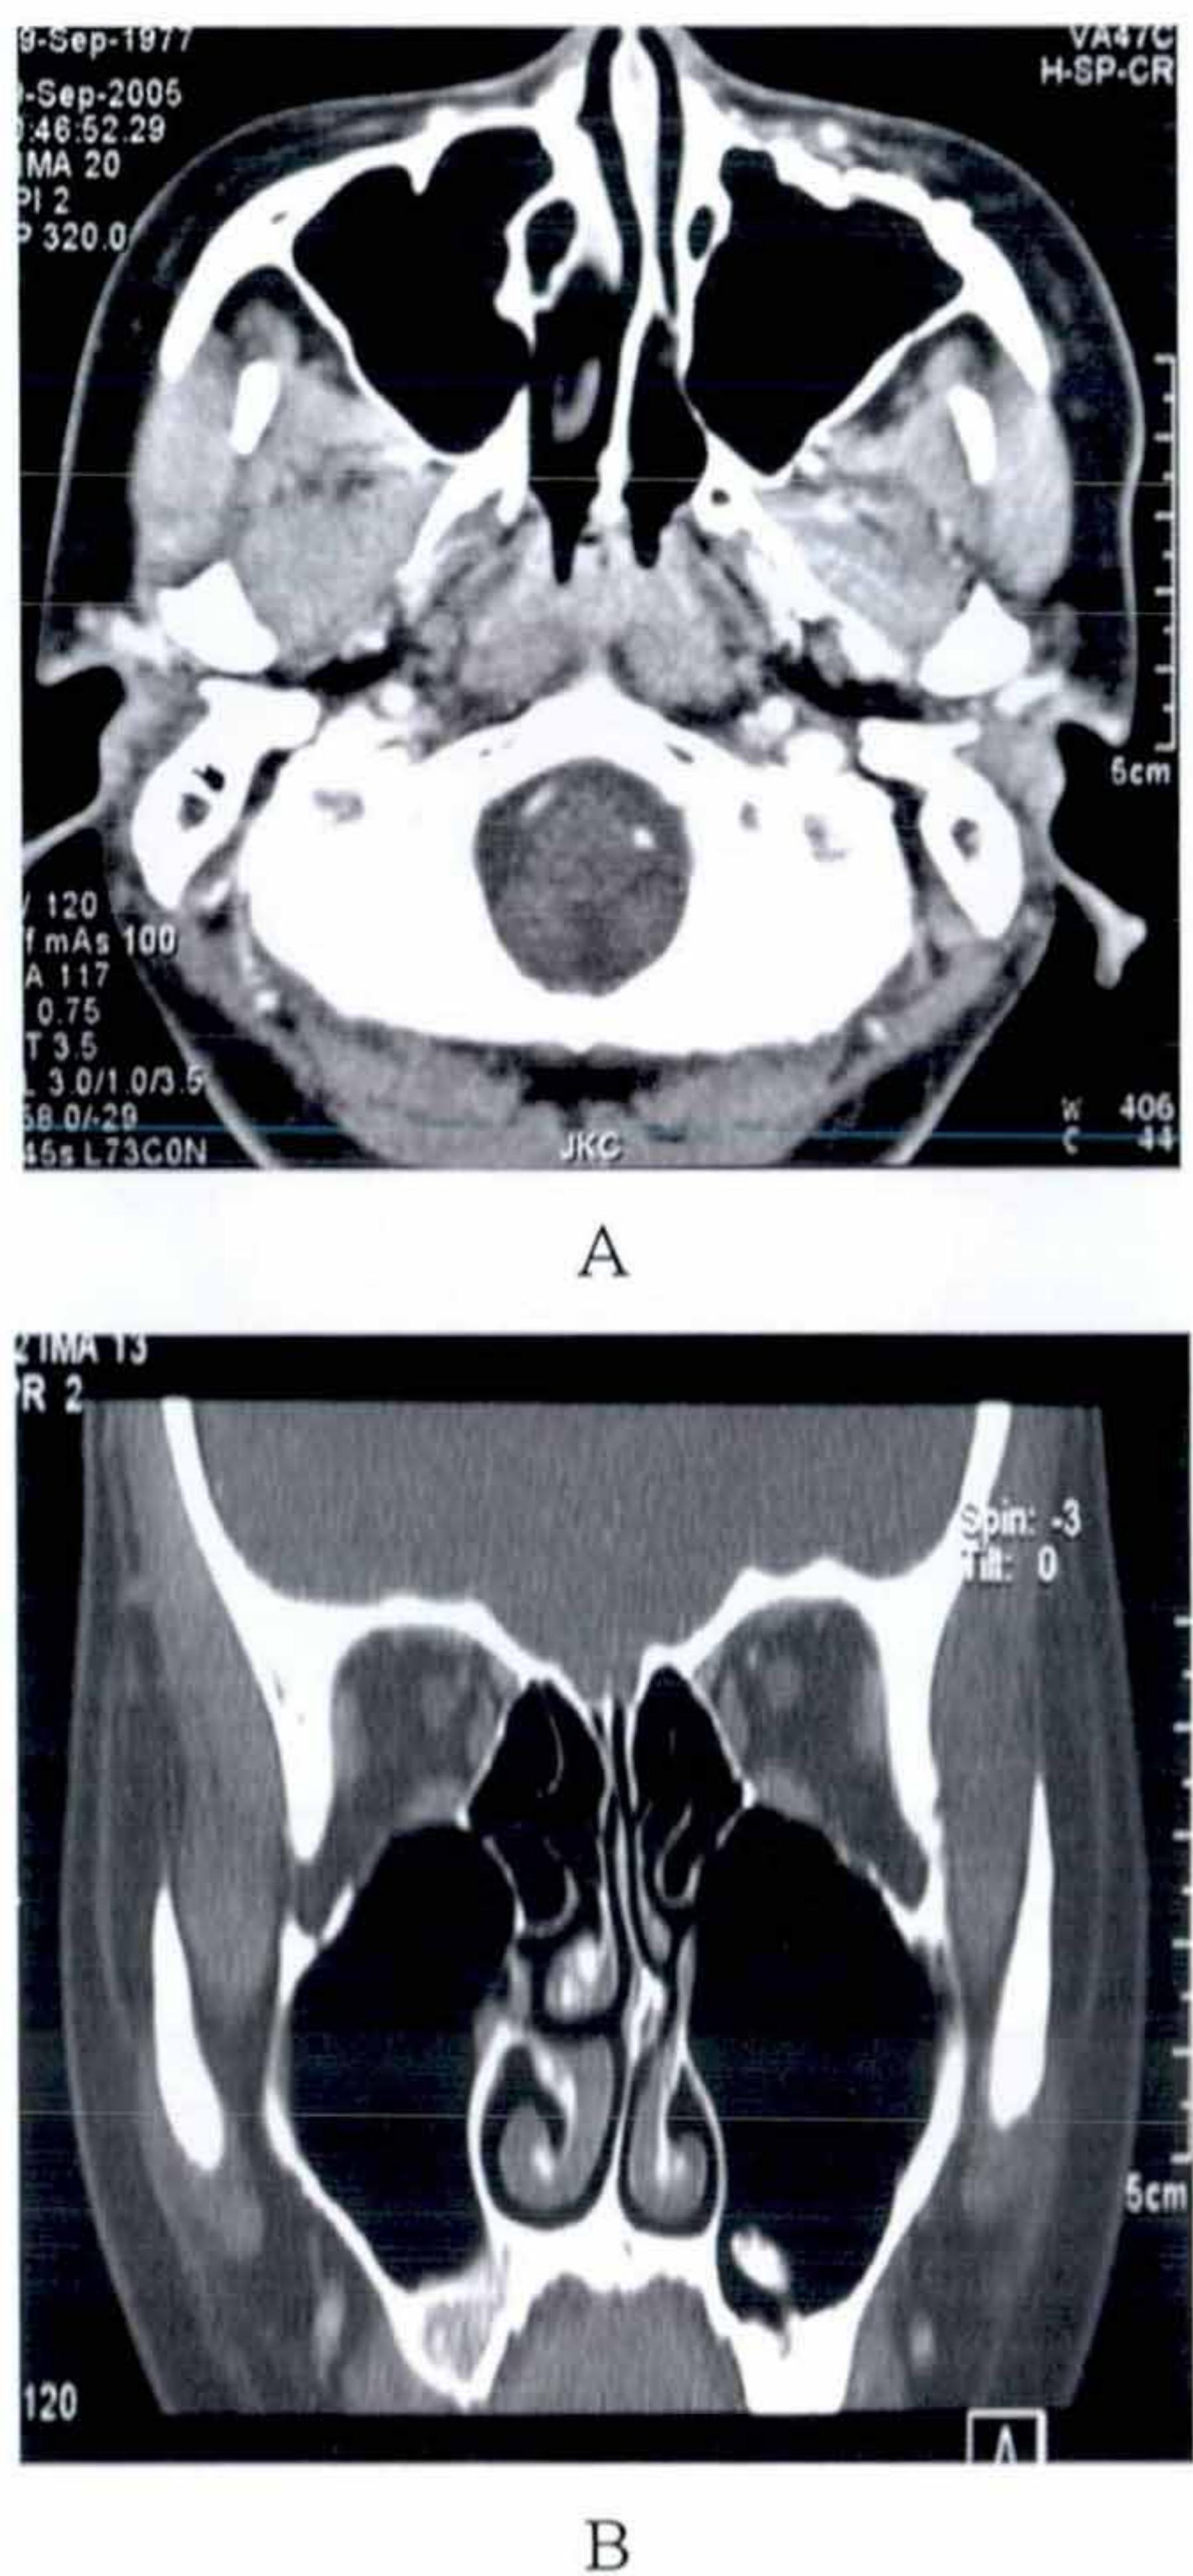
Follow-up PNS CT finding 9 months postoperatively. Axial (A) and coronal (B) CT images show no evidence of recurrence in the left maxillary sinus without any bony wall destruction.
